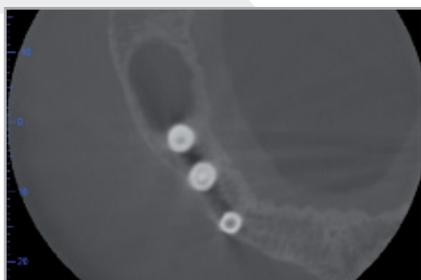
Cone Beam CT - разрезы
